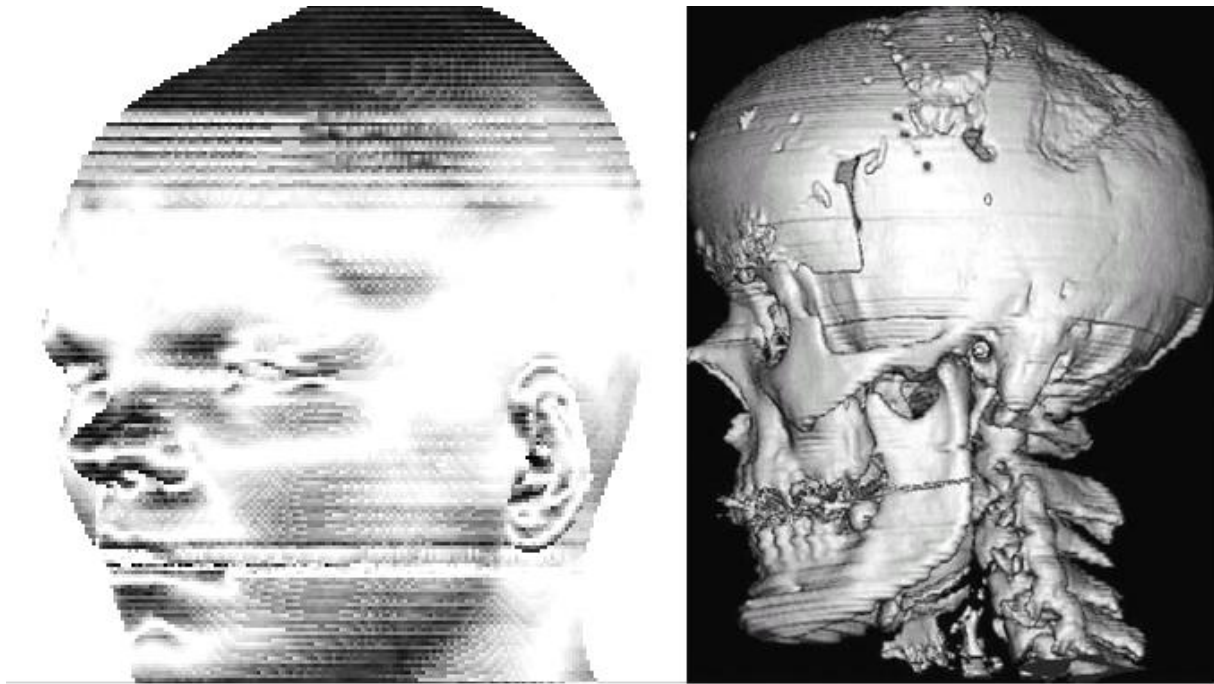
Der Durchbruch zur realistischen Darstellung: Links: Von CT rekonstruierter Kopf einer Patientin. Der Gesichtsausdruck ist zu erkennen. Rechts : Postoperatives Modell eines Schädels nach Behebung einer Fehlbildung. Knochenteilchen-Anlagerung über der Augenregion, vier Bohrlöcher in Kalottenmitte und der Defekt nach Knochenentnahme aus dem Scheitelbein oben rechts entsprechen der Realität (1985).
